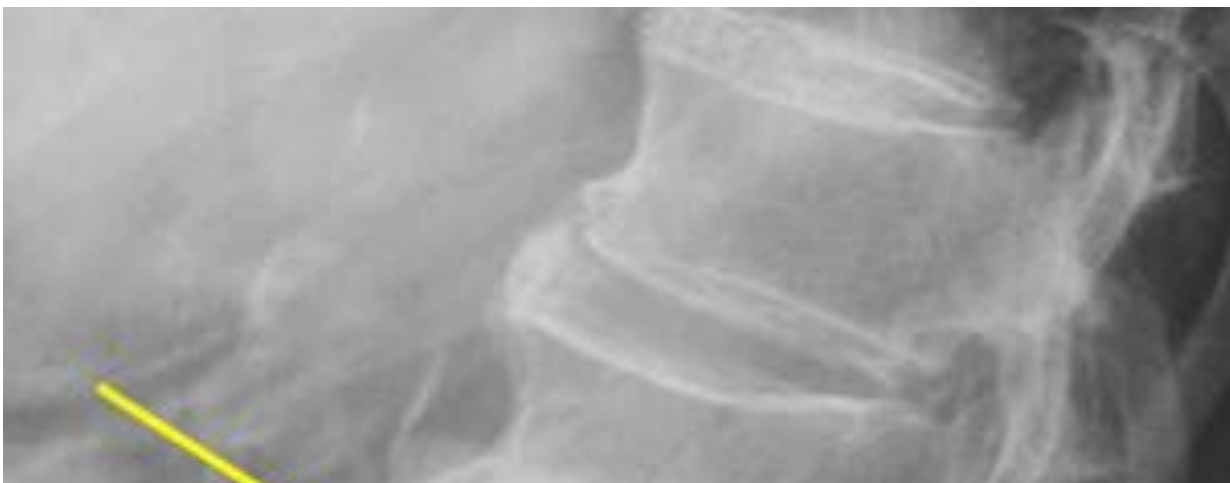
Radiografía simple lateral de columna lumbar, varón de 70 años en tratamiento con glucocorticoides orales crónicos durante más de dos años. Osteoporosis y fractura por fragilidad severa del cuerpo vertebral de L2, con esclerosis y proliferación ósea en el margen anterior vertebral (flecha), típico de las fracturas secundarias a tratamiento corticoideo.
